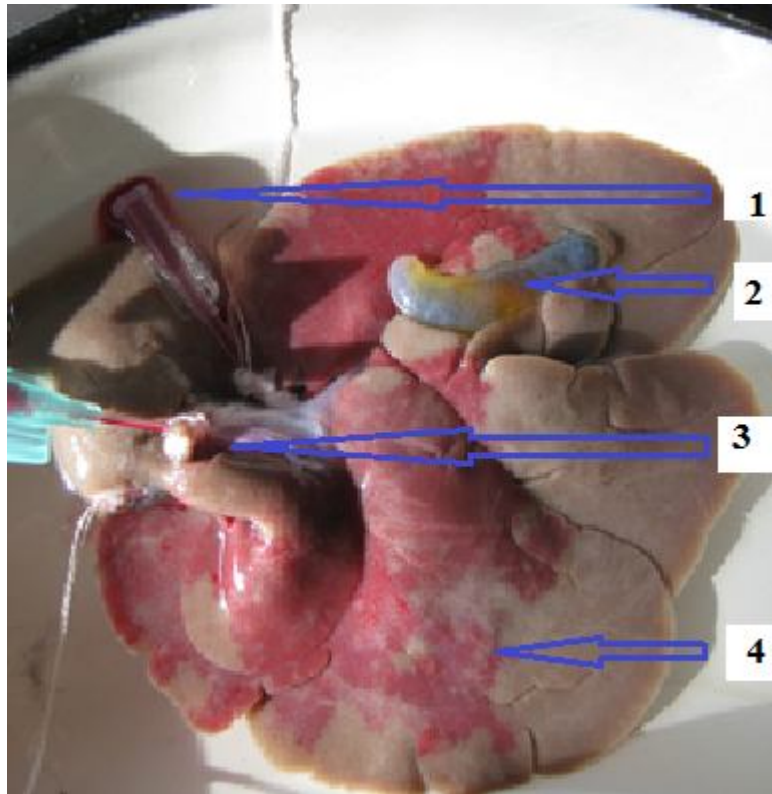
Реперфузия печени (1 – Канюля в подпеченочном отделе нижней полой вены для оттока реперфузионной крови, 2 – Желчный пузырь, 3 – Воротная вена с канюлей, проводится реперфузия, 4 – Пуск кровотока)
